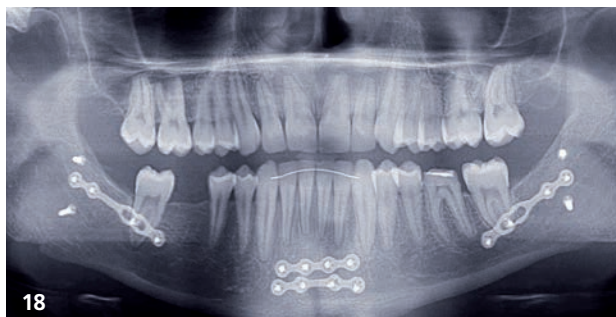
Examen orthopantomographique de fin de traitement.
